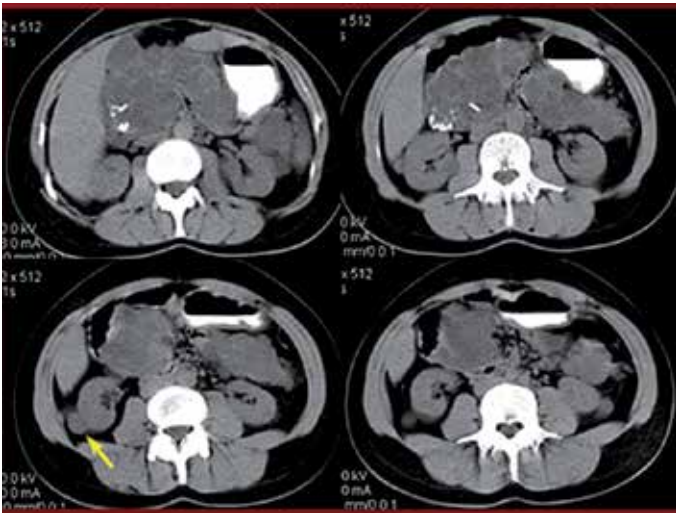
КТ ОЧП пацієнтки Б., 2007 р. (жовтою стрілкою відмічена кіста нирки; власне спостереження).
